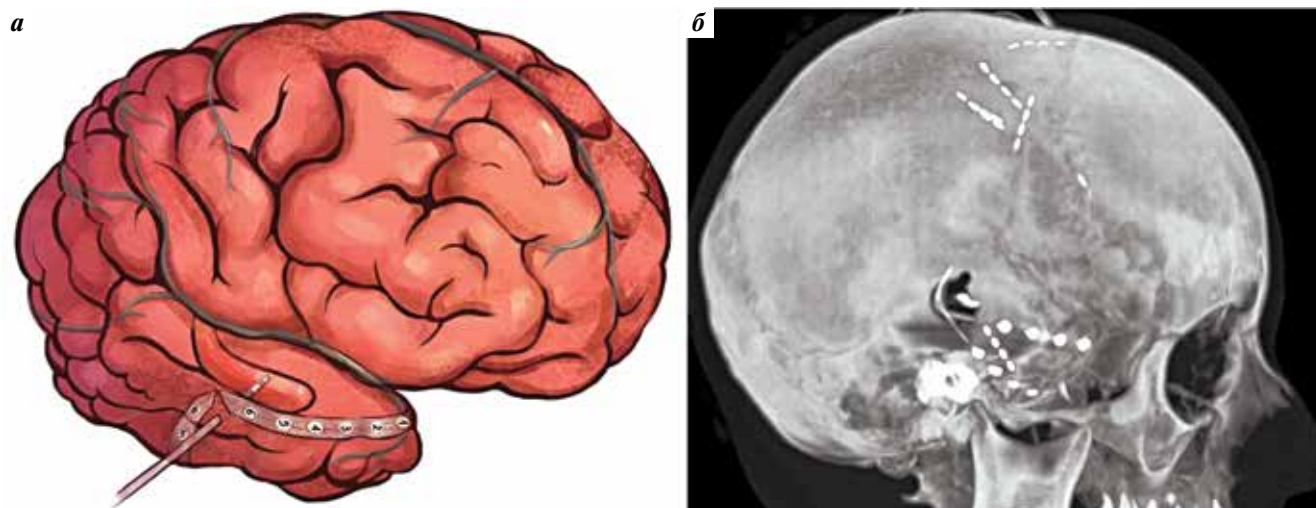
На схеме изображено сочетание субдуральных электродов (на полюсе и основании) и внутримозгового электрода, имплантированного в медиальные отделы височной доли (а). Компьютерная томография головы в МРР, на которой отображены 2 субдуральных электрода на височной доле и электроды, проведенные через овальное и фрезевое отверстия (б)
